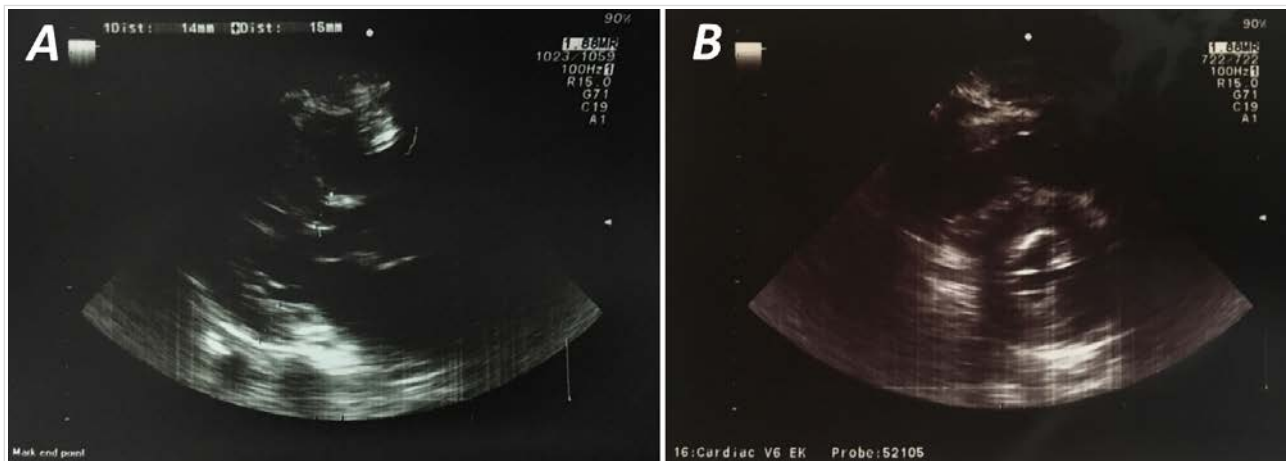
Ecocardiograma transtorácico. A. Hipertrofia del tabique interventricular y la pared posterior (paraesternal eje largo). B. Hipertrofia concéntrica del ventrículo izquierdo (paraesternal eje corto).
